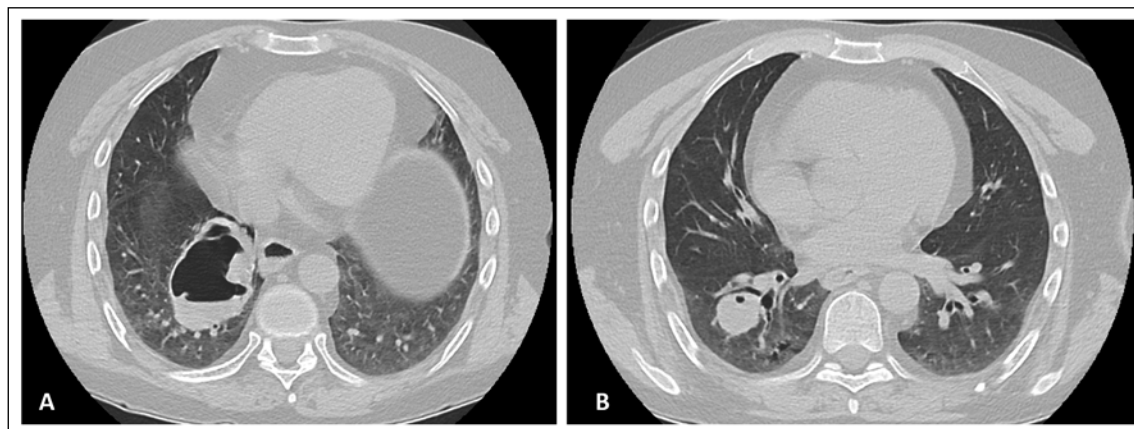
Tomografía computarizada de tórax con contraste. (A) Lesión cavitada en segmento medial de lóbulo inferior derecho con nivel hidroaéreo y paredes engrosadas, de 68 x 52 mm de diámetro en axial; y (B) segunda lesión cavitada en segmento basal lateral derecho con contenido líquido y pequeña área ventilada, de 34 x 24 mm de diámetro.
